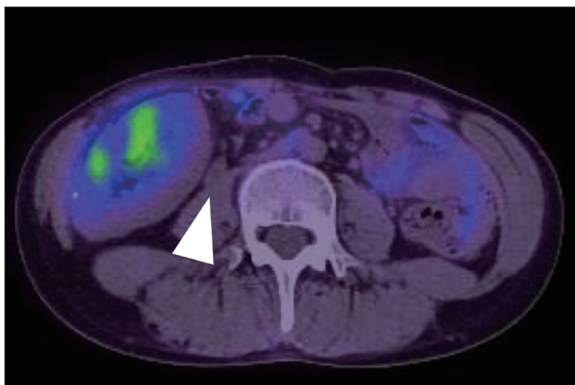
PET-CT after the 3rd BEP. After 3 courses of BEP, PET-CT showed a decrease of the mass (from 3.0 to 1.5 cm), and did not show any uptake of FDG in the lesion (arrow).
